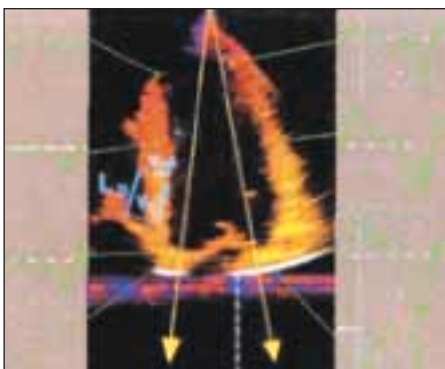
Citlivost metody tissue tracking. Vlevo nahoře: Barevný tkáňový Doppler v dvojrozměrném zobrazení. Vlevo dole: Stěna levé komory obarvena metodou tissue tracking. Septum i laterální stěna jsou obarvena proužky stejných barev, kontrahují se tedy v systole. Metoda však neodliší menší zpoždění (zde cca 120 ms) mezi vrcholovými rychlostmi (viz šipky) bazálních částí laterální stěny (bílá křivka) a septa (světle zelená křivka).
